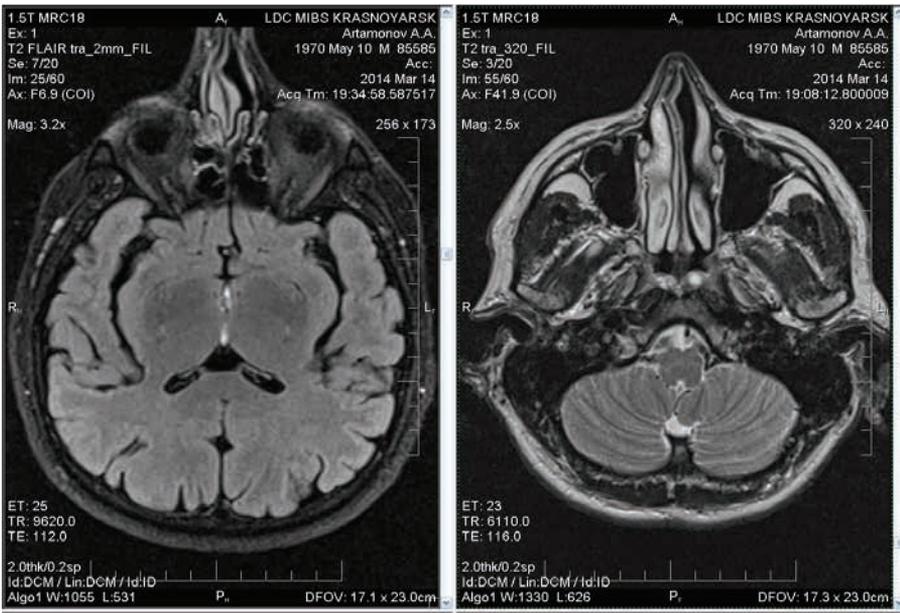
МРТ головного мозга пациента А., 43 г. (март 2014 г.): отмечаются незначительное локальное утолщение и усиление сигнала на T2 от слизистой клеток решетчатой кости и обеих верхнечелюстных пазух. Риносинусопатия. В лимфоидной ткани задней стенки носоглотки отмечаются кистозные включения размером 0,2-0,5 см в диаметре
